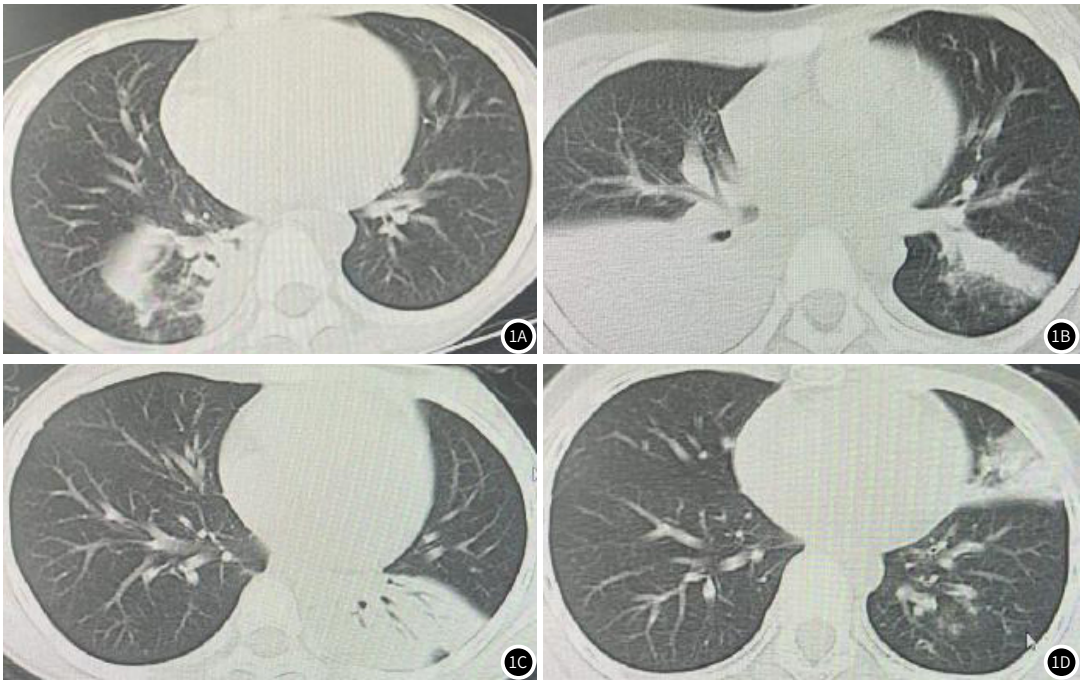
图1D MPP患儿肺部CT征象。1A：右肺炎症伴右肺下叶实变；1B：两肺炎症局部实变，右侧胸腔少量积液；1C：左肺下叶大叶性肺炎；1D：左肺炎症，局部实变。
